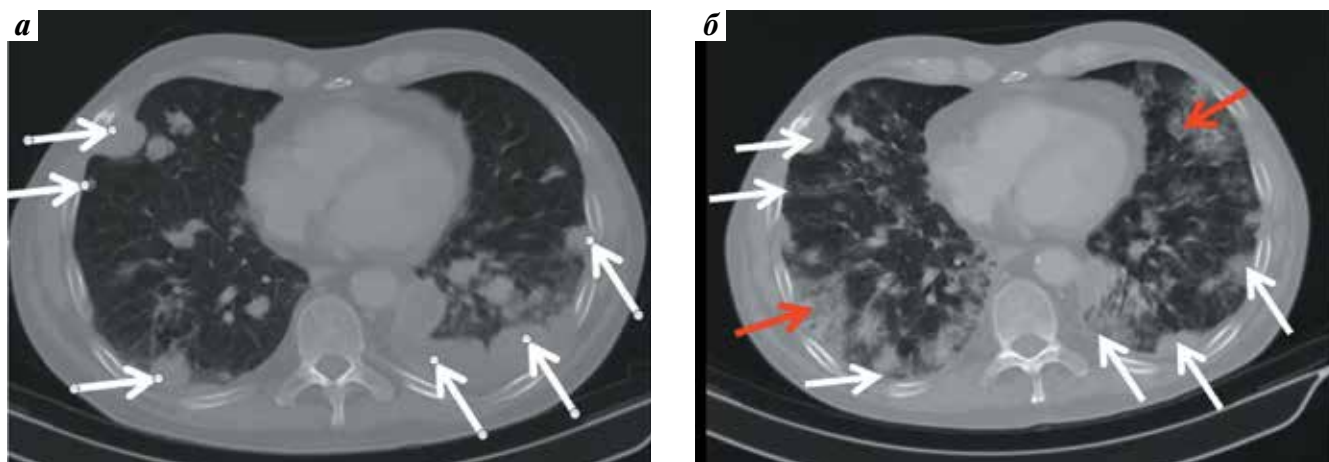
Уменьшение метастазов в легкие, плевру, развитие пульмонита на фоне комбинированной таргетной терапии (больной Б., компьютерная томография груди с контрастированием до и после 2 циклов комбинированной таргетной терапии): а – множественные метастазы в легкие, плевру (белые стрелки); б – уменьшение метастазов в легкие, плевру (белые стрелки), появление диффузного снижения прозрачности и инфильтрации легочной ткани как проявлений анти-mTOR-ассоциированного пульмонита (красные стрелки)
